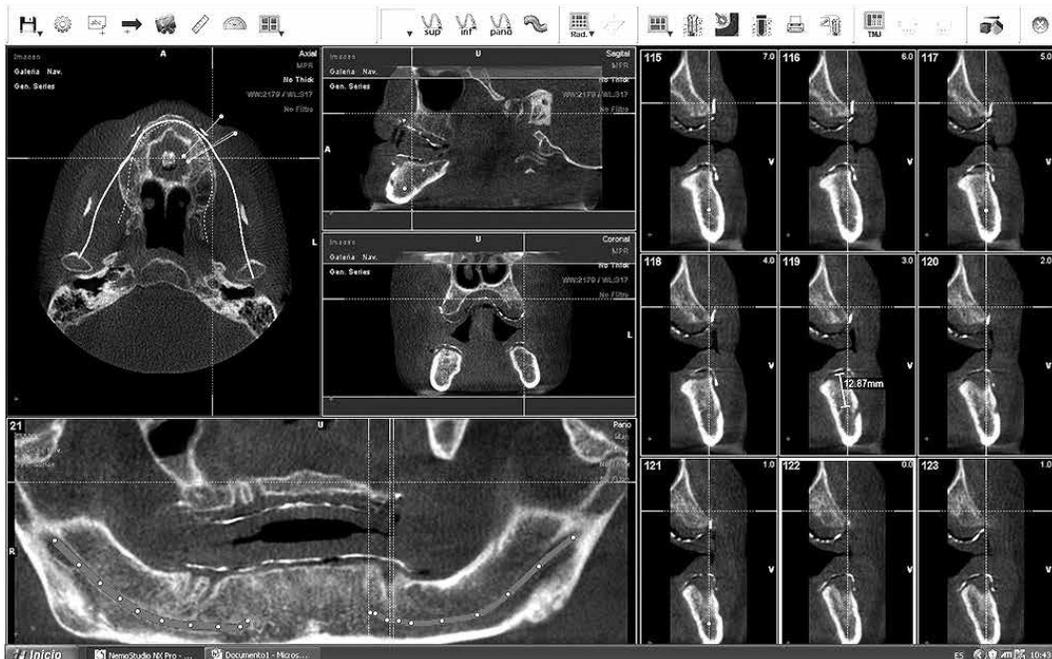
Reconstrucción de imágenes de tomografía computarizada de haz cónico en mandíbula (CBCT).
